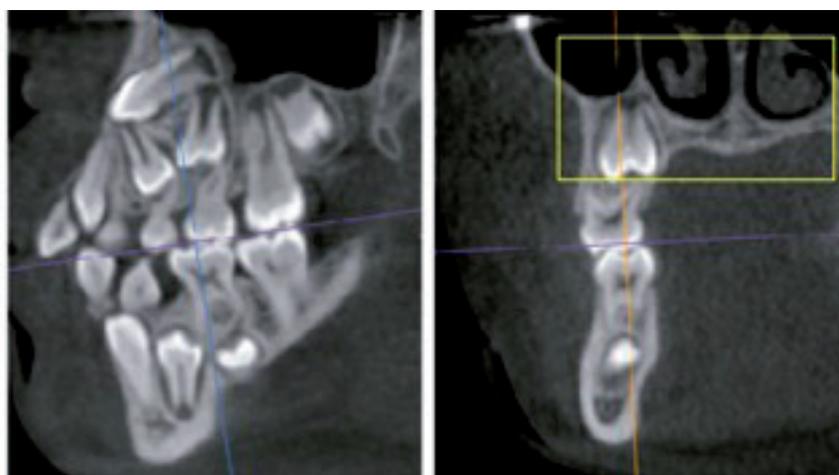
Relación de los dientes con el seno maxilar en un paciente joven con dentición mixta. Situación encontrada en tomografías del estudio de la tesis..
